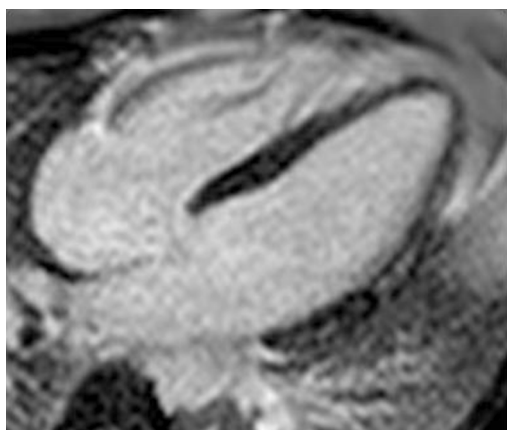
Магнитно-резонансная томография сердца пациента Л., 25 лет. Исследование с контрастированием в отсроченную фазу выявило наличие субэпикардальных участков патологического накопления контрастного препарата в межжелудочковой перегородке, нижней и боковой стенках левого желудочка
